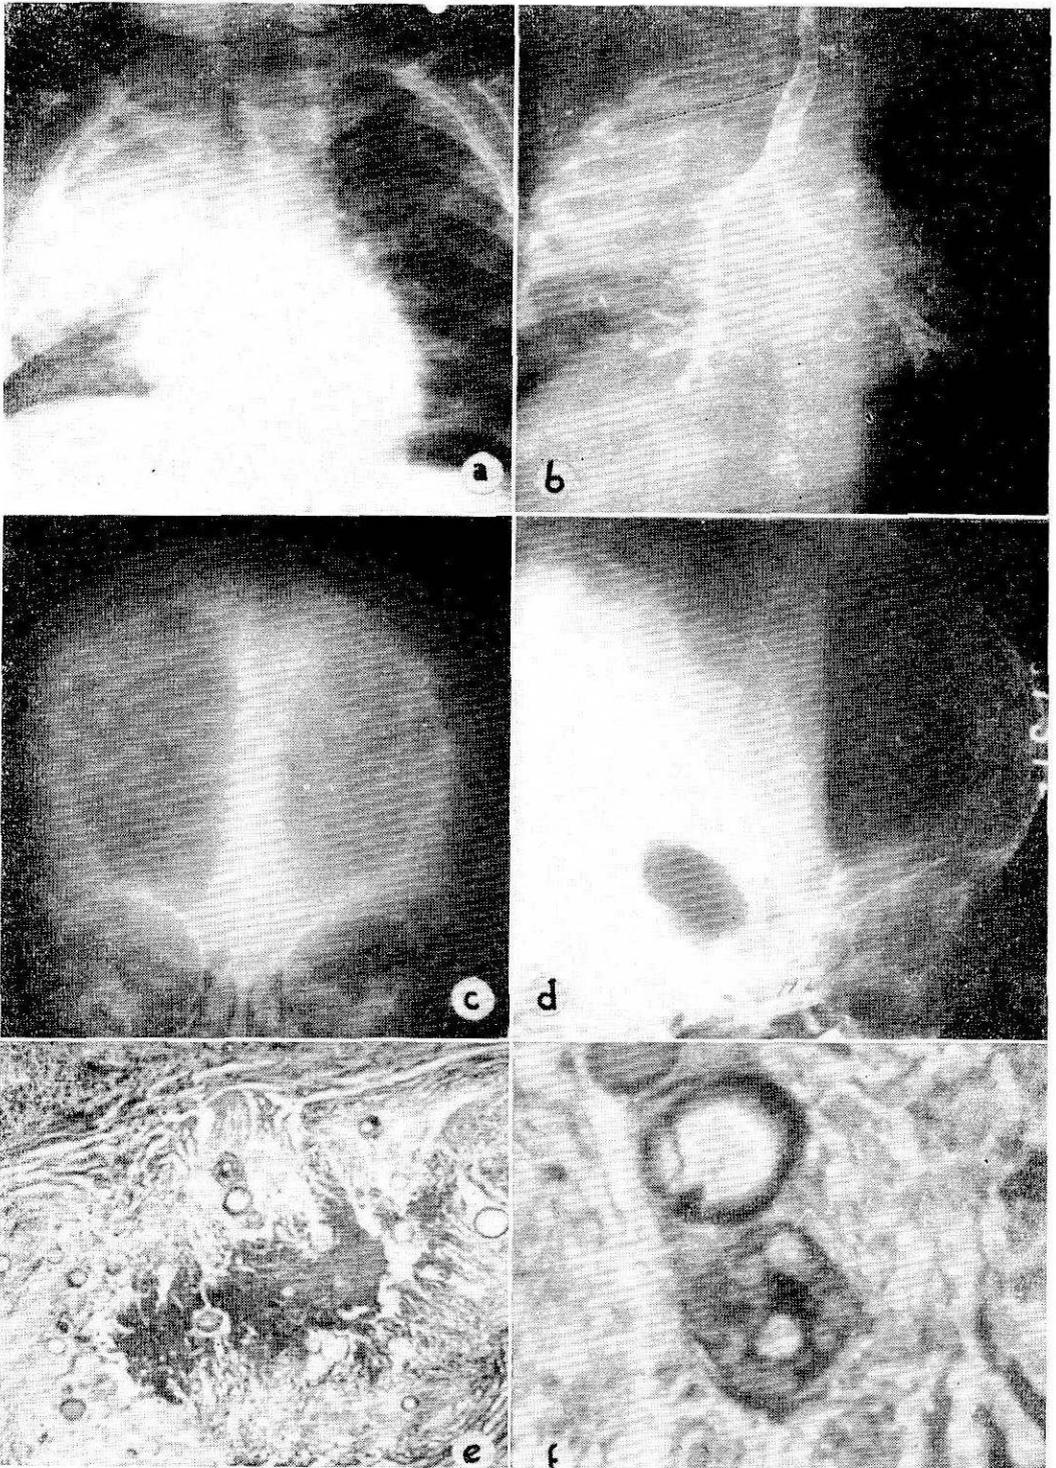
a) Radiografía de tórax, frente, ilustrando la opacificación del lóbulo superior derecho. b) Broncografía que muestra amputación del bronquio superior derecho. c) y d) Neumoencefalografía, frente y perfil observando gran dilatación de los ventrículos cerebrales. e) Granuloma rodeado por pseudocapsula de tejido fibroso. En su interior necrosis de coagulación y elementos parasitarios, además células linfocitarias. f) Mayor aumento para ver al hongo con los endosporos.
